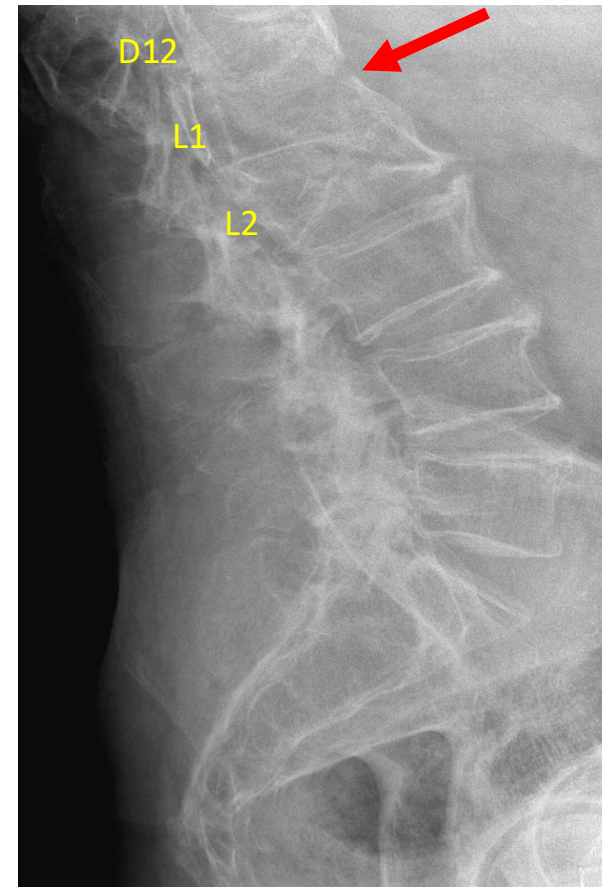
Radiografía de columna lumbar lateral. *Mismo paciente que figura 1, durante el cuadro infeccioso agudo.* De nueva aparición se observa fractura del cuerpo vertebral de L1 con disrupción de la cortical anterior (flecha roja).
